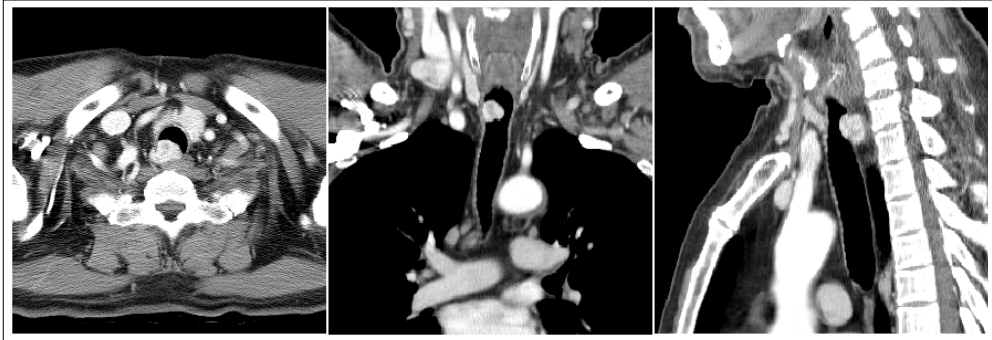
The chest CT scan shows about a 2.5 cm sized, well-enhanced lobulated tumor at the posterior wall of upper trachea. The tumor extended posterior tracheal wall to extraluminal connective tissue, but is well demarcated.
